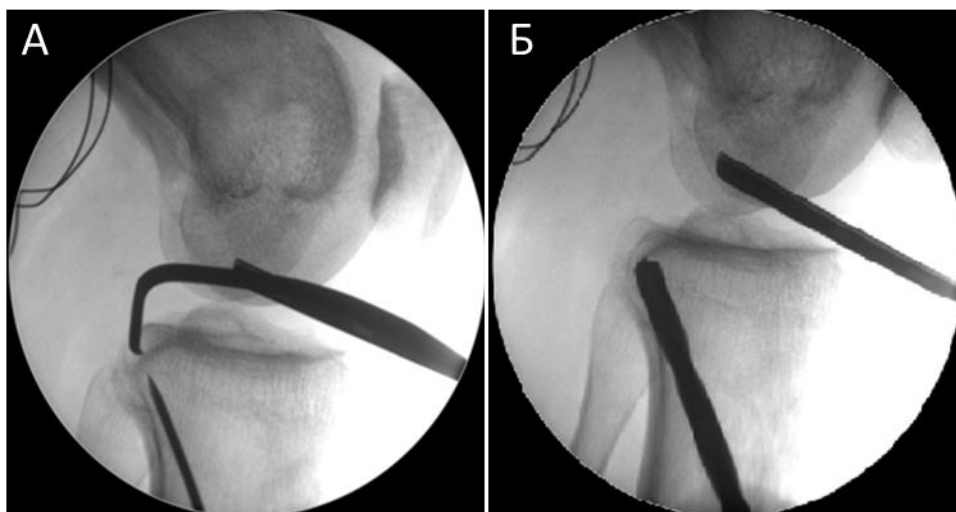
Рентгенограммы левого КС в сагиттальной проекции (А. этап формирования большеберцового канала спицей, Б. этап формирования большеберцового канала сверлом)
